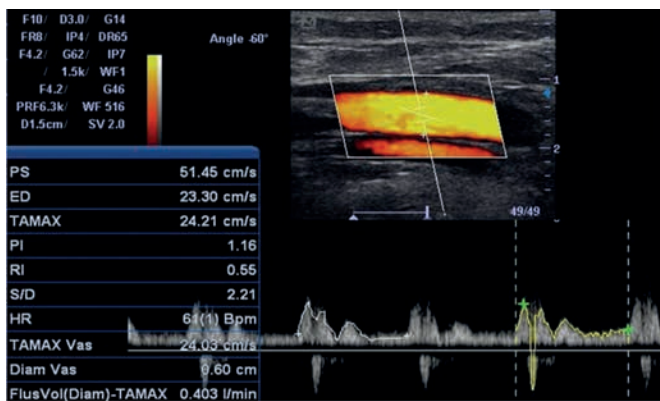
Tracciato Doppler arteria brachiale con incisure in fase diastolica con portata di 403 mL/m' e IR 0.55.
